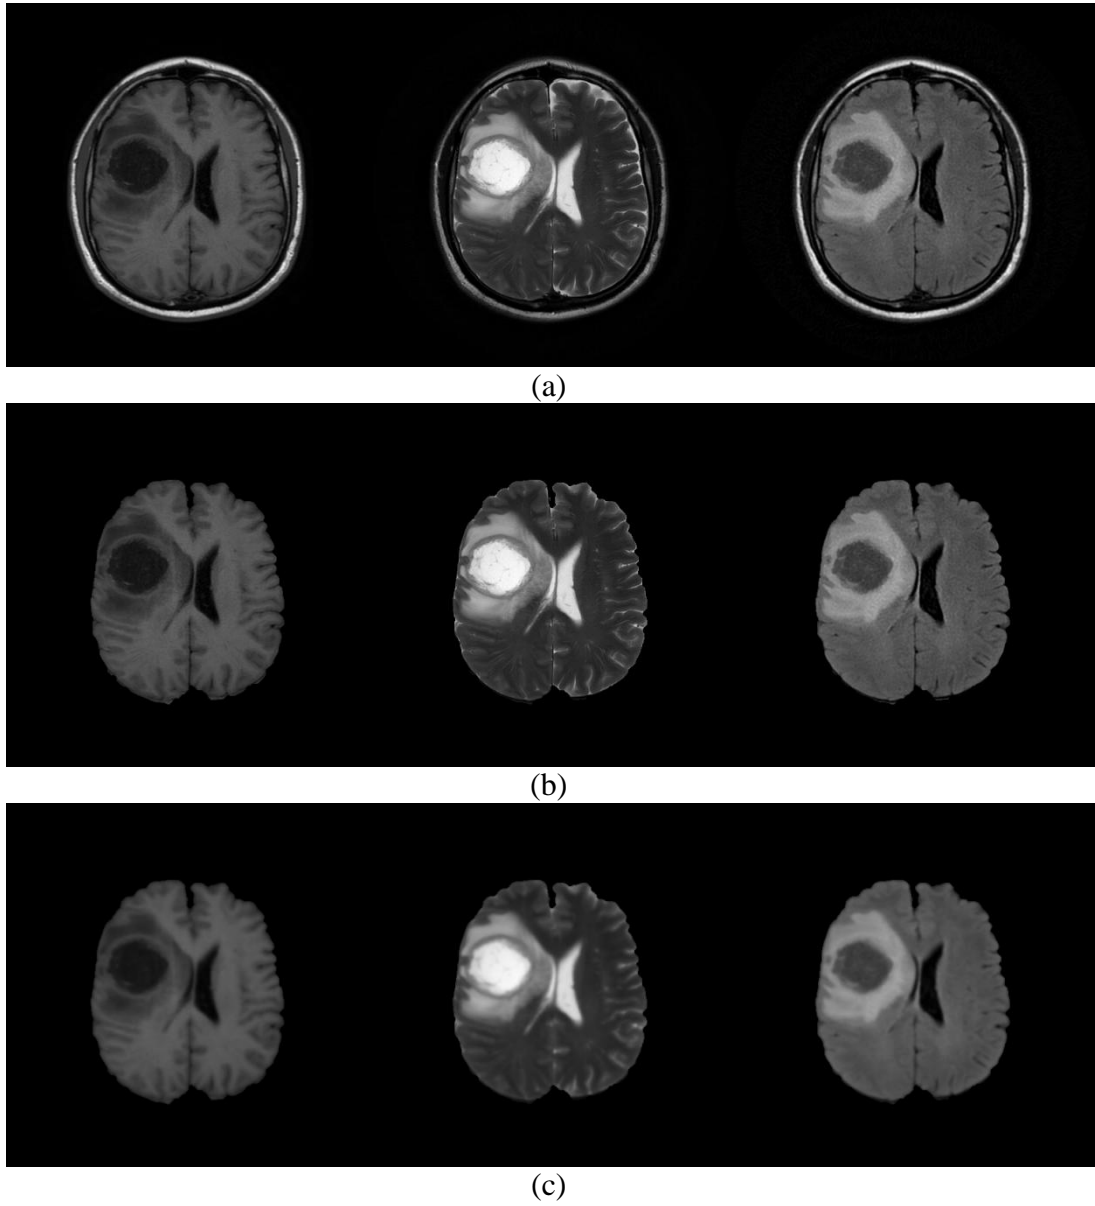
A10 hastasına ait (a) orijinal görüntüler, (b) beyin bölgesini gösteren MR görüntüleri ve (c) filtreleme sonuçları, soldan sağa T1-ağırlıklı, T2-ağırlıklı ve FLAIR
